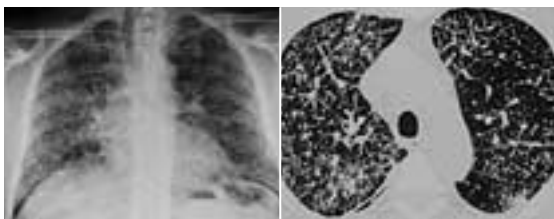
63-jähriger Mann mit zunehmender Atemnot seit zwei Monaten und 10 kg Gewichtsabnahme. a) Lungenröntgen: Diffuse streifige und kleinknotige interstitielle Verschattung über beiden Lungen. b) HR-CT: Verdickte inter- und intralobuläre Septen in beiden Lungen. Diagnose: Krebsausaat in den Lymphwegen (Lymphangiosis carcinomatosa). Primärtumor: Magenkarzinom.
